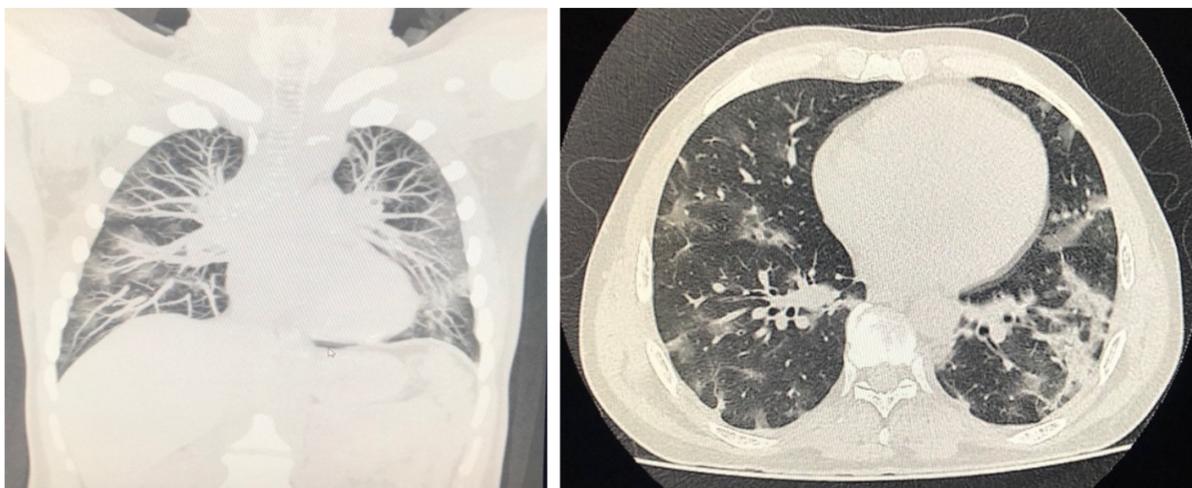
Tomografía de alta resolución de tórax
